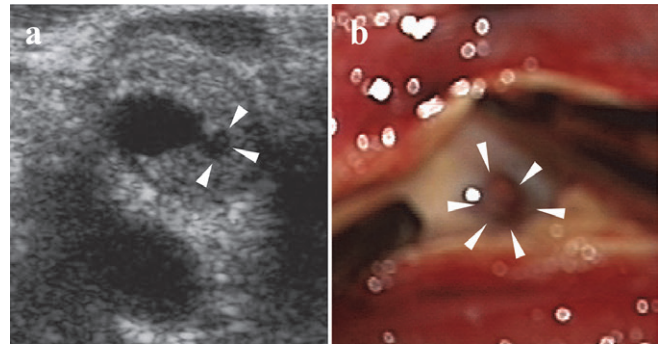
我々の新しい基準を用いることによりエコーで診断できたプラーク潰瘍の実例
